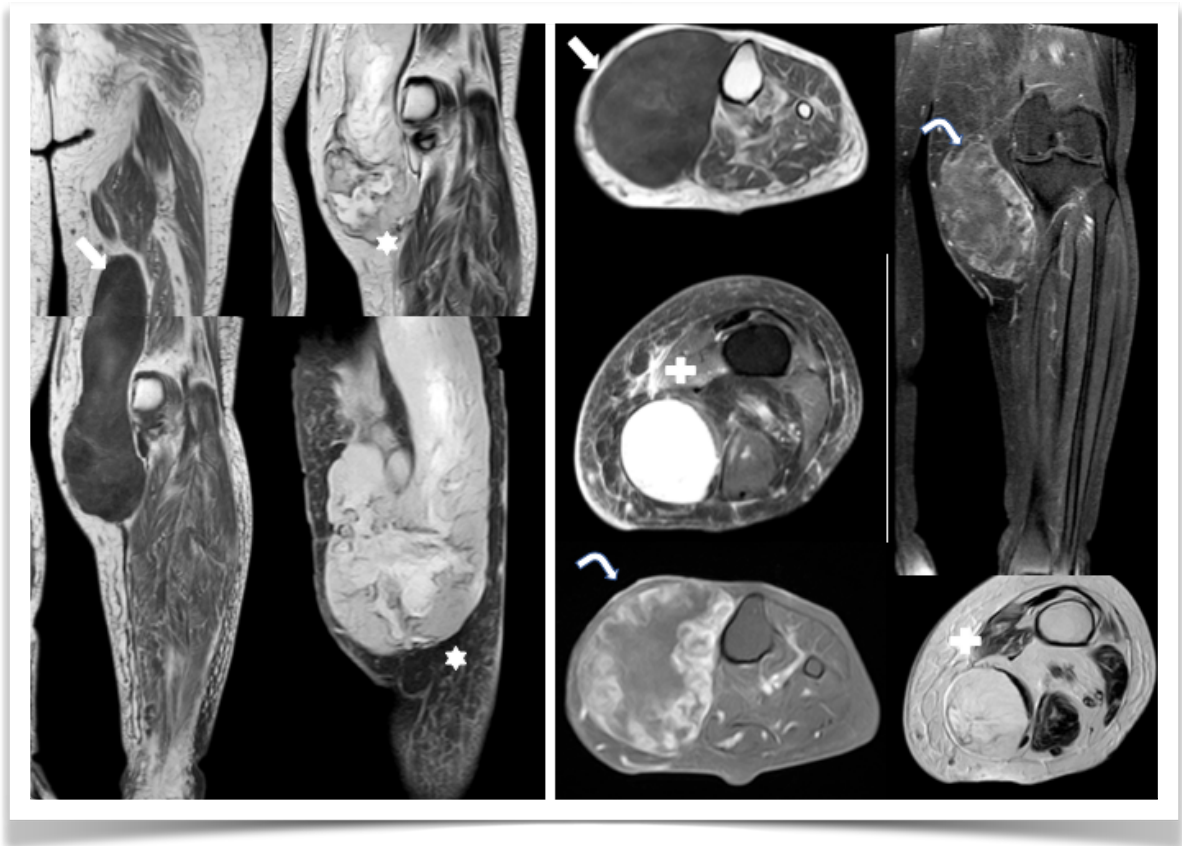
Mixofibrosarcoma comprometiendo cara medial de muslo y pierna. En RM secuencia T1 (flechas rectas) extensa masa heterogénea con áreas de alta señal. En STIR (signo+) alta señal homogénea, característico del contenido mixoide, simulando un quiste. En T2 (estrella) masa de lata señal heterogénea, infiltrativa en algunas zonas. En el estudio con contraste (flecha curva), realce heterogéneo de la lesión.
